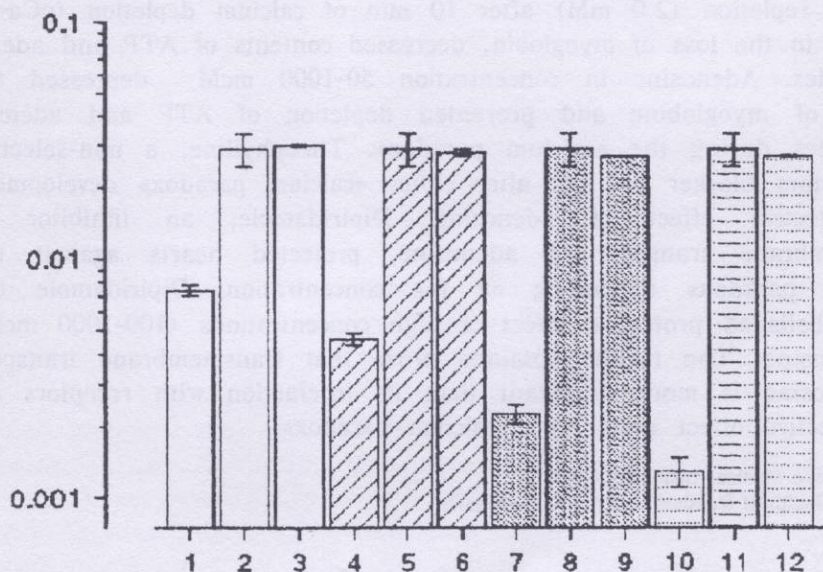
Влияние дипиридамола (0,5 мкмоль/л), аденозина или их совместного применения на выход миоглобина из сердца при «кальциевом парадоксе» за 5 мин реперфузии: 1, 3 - 100 мкмоль/л аденозина; 4, 6 - 250 мкмоль/л аденозина; 7, 9 - 500 мкмоль/л аденозина; 10, 12 - 1 мкмоль/л аденозина; 2, 5, 8, 11 - дипиридапол; 3, 6, 9, 12 - аденозин в соответствующей концентрации и дипиридапол.
